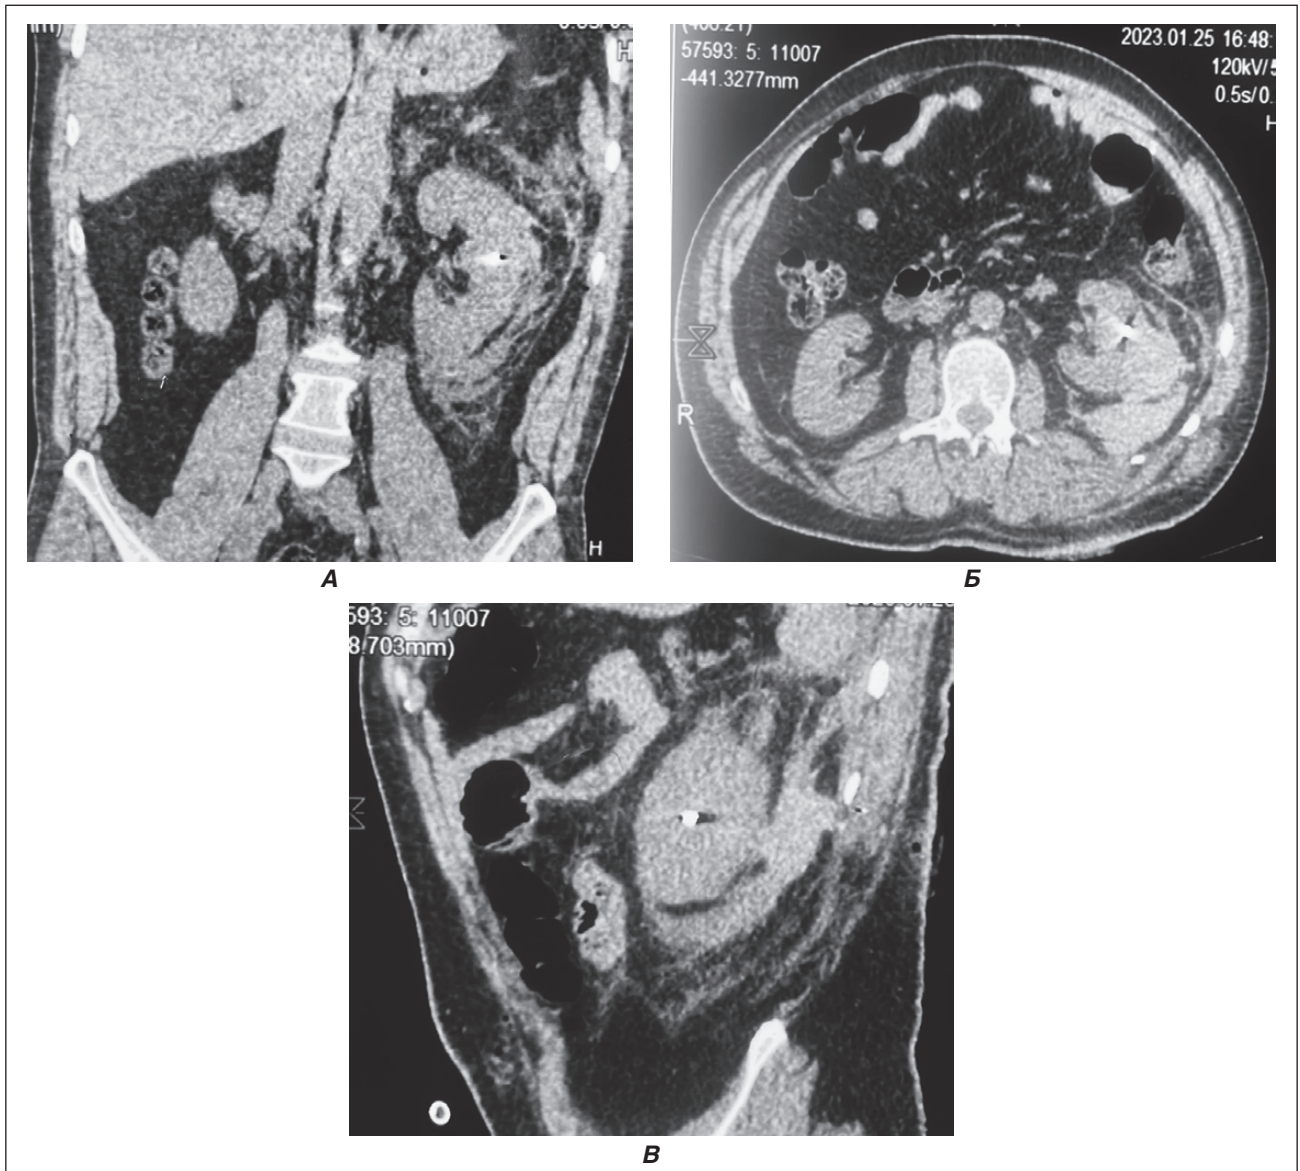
МСКТ пацієнта С., 1-ша доба після поранення: А — коронарна проєкція; Б — аксіальна проєкція; В — сагітальна проєкція. Візуалізується металевий осколок середнього сегмента лівої нирки та заочеревинна гематома зліва
